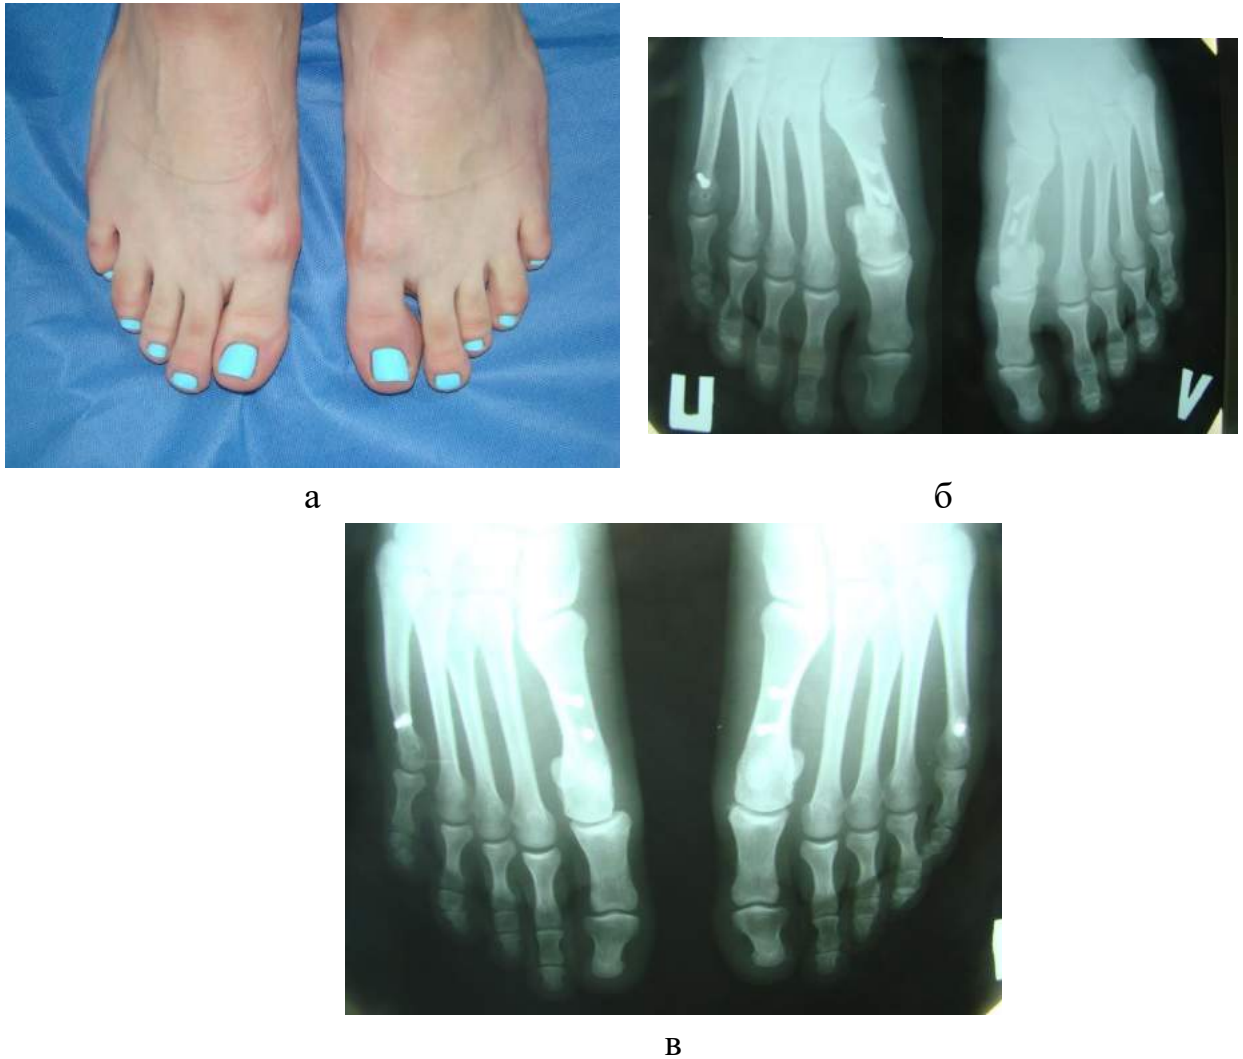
Зображення стоп пацієнтки з HV II ст. та деформацією quintus varus на обох стопах через 1,5 роки (а) після хірургічного втручання. Фотовідбитки з рентгенограм переднього відділу стоп після операції (б) та через 1,5 роки (в) після хірургічного втручання.
